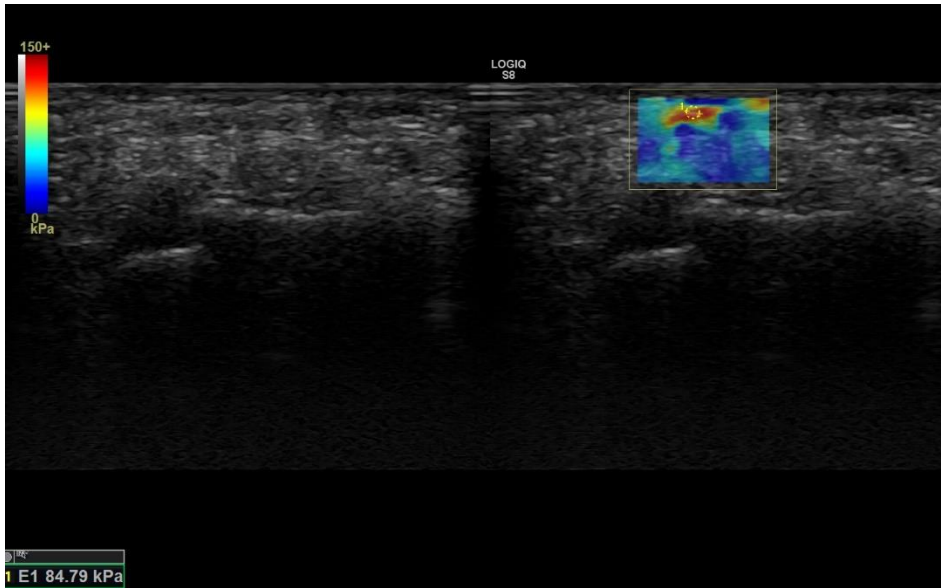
Kontrol grubunda median sinir aksiyel strain elastografisi
